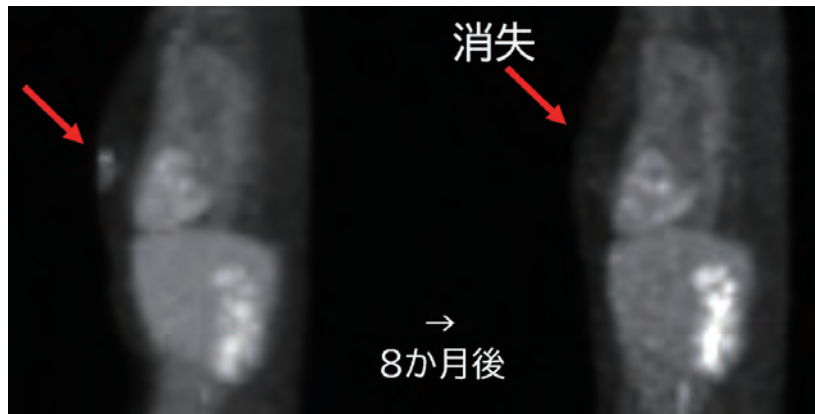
FDG-PET 陽性の乳がん再発でCRとなった例
